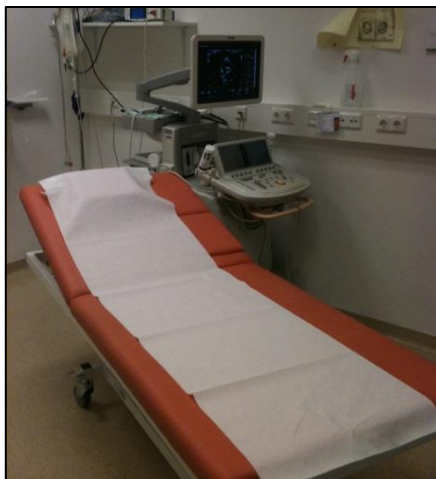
Untersuchungszimmer Echokardiografie – Einrichtung 3
